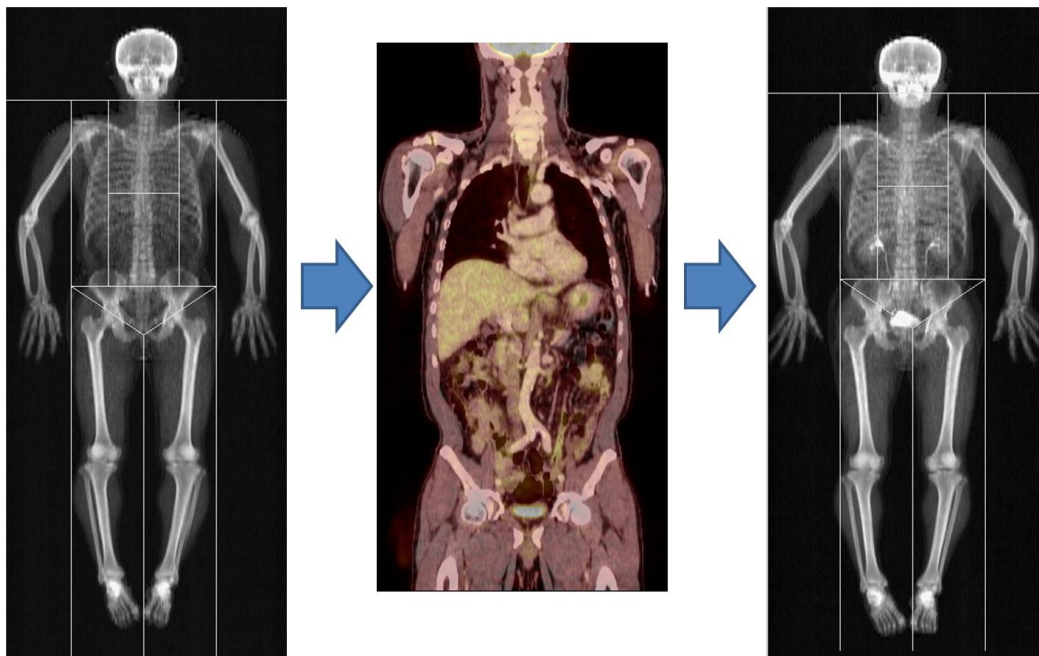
Two DXA and 1 PET/CT scans had performed in all patients within one-day.
